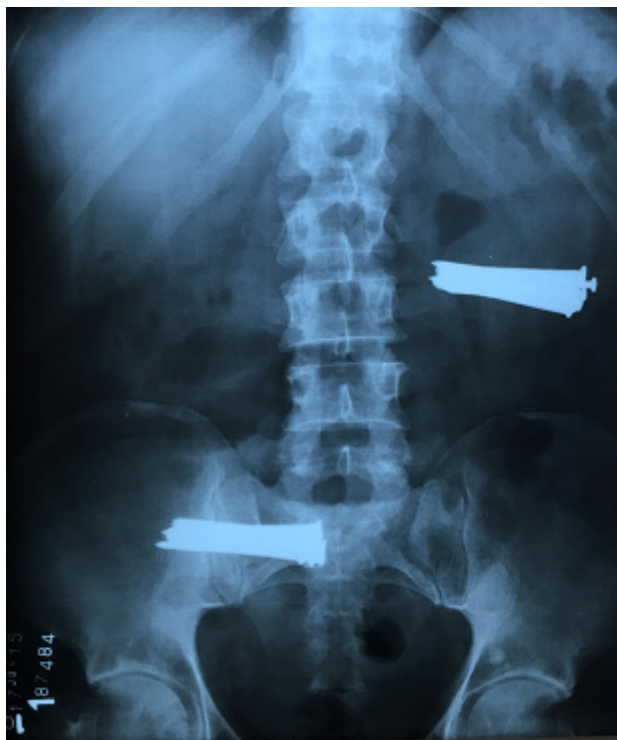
Radiografia de PA com presença de corpos estranhos.
